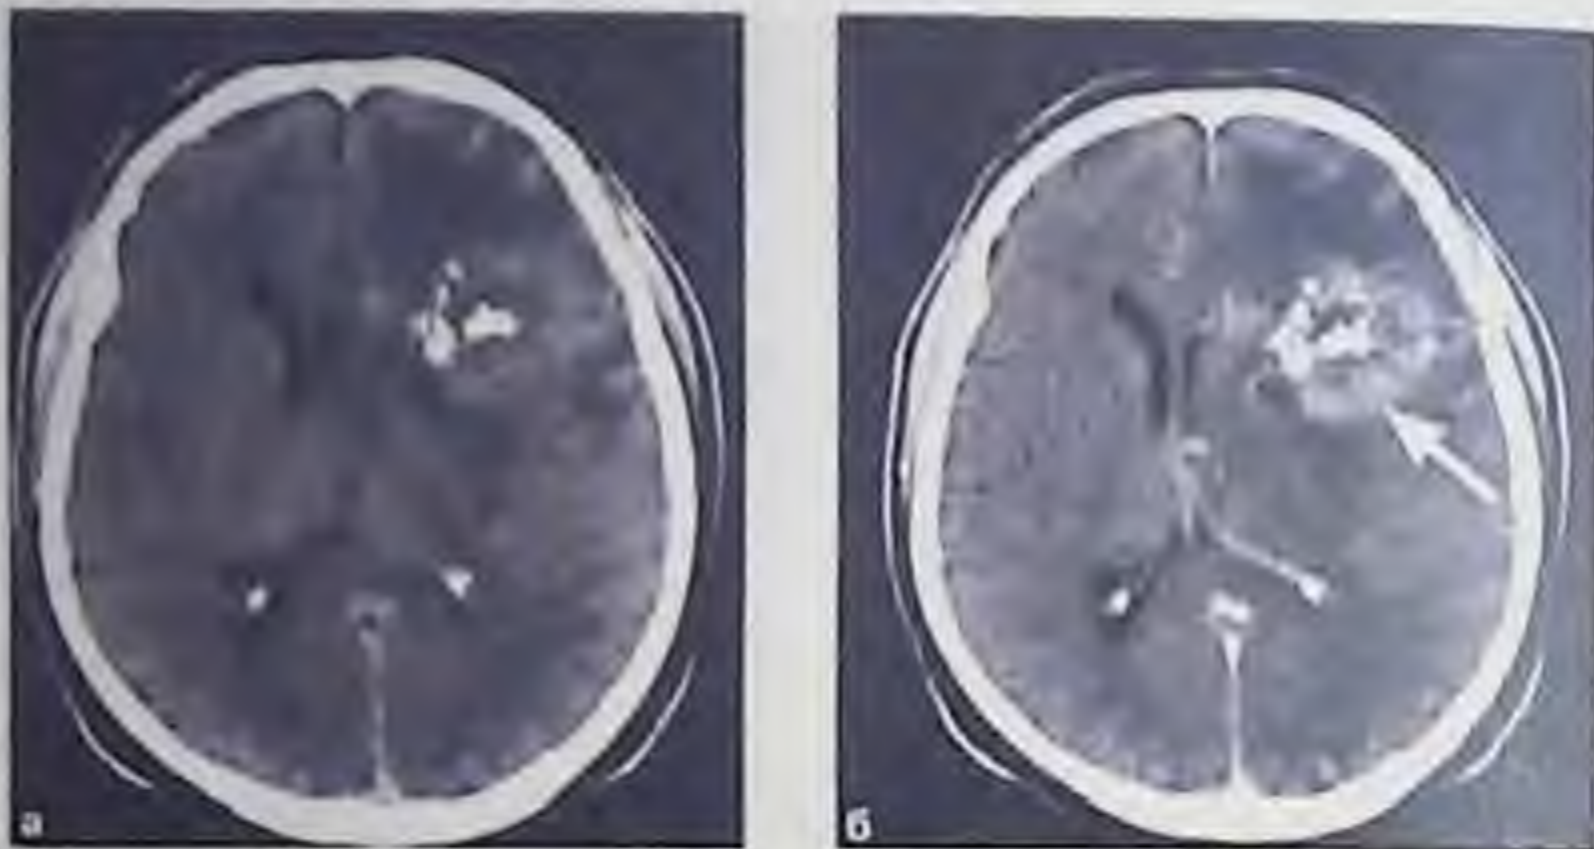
Компьютерные томограммы. Участки обызвествления в центре опухоли (а). После введения контрастного вещества определяется его накопление (стрелка) опухолью (б)
